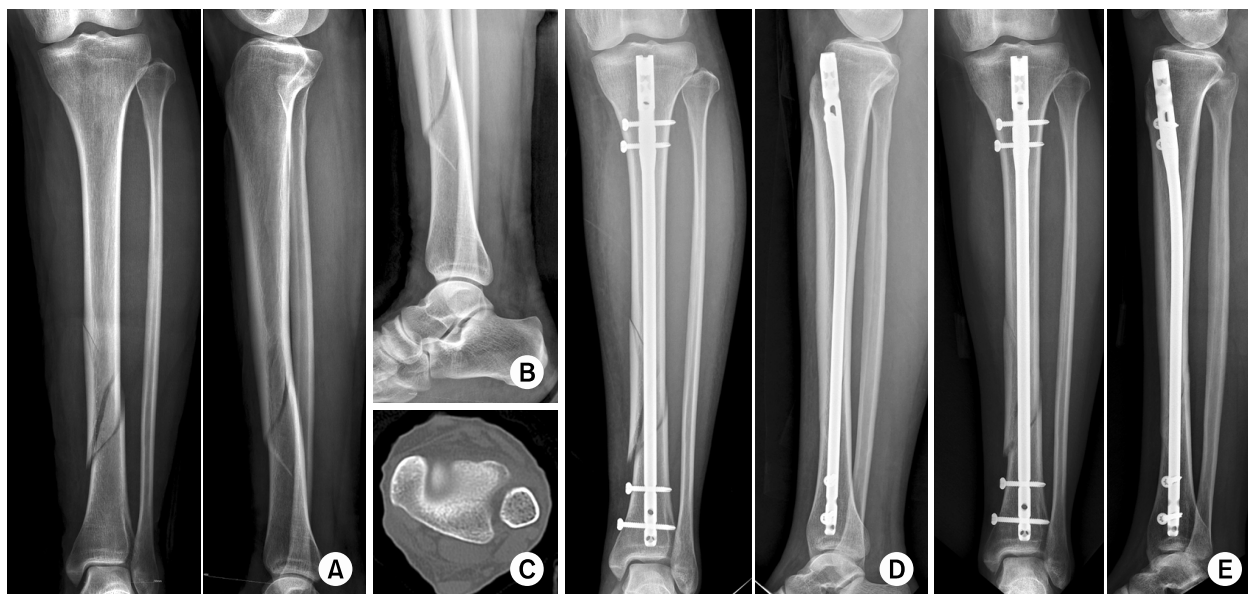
(A) Initial tibia anteroposterior (AP) and lateral image of a 41-year-old female showing a spiral fracture at the distal third of the tibia shaft. (B) Initial ankle lateral image showing no evidence of any articular disruption of the ankle. (C) Ankle axial computed tomography image showing a non-displaced posterior malleolar fracture. (D) Postoperative tibia AP and lateral image showing articular congruency without fixation for a posterior malleolar fragment after intramedullary nailing. (E) The tibia AP and lateral image at postoperative six months demonstrating fracture healing and no displacement of the posterior malleolar fracture.
